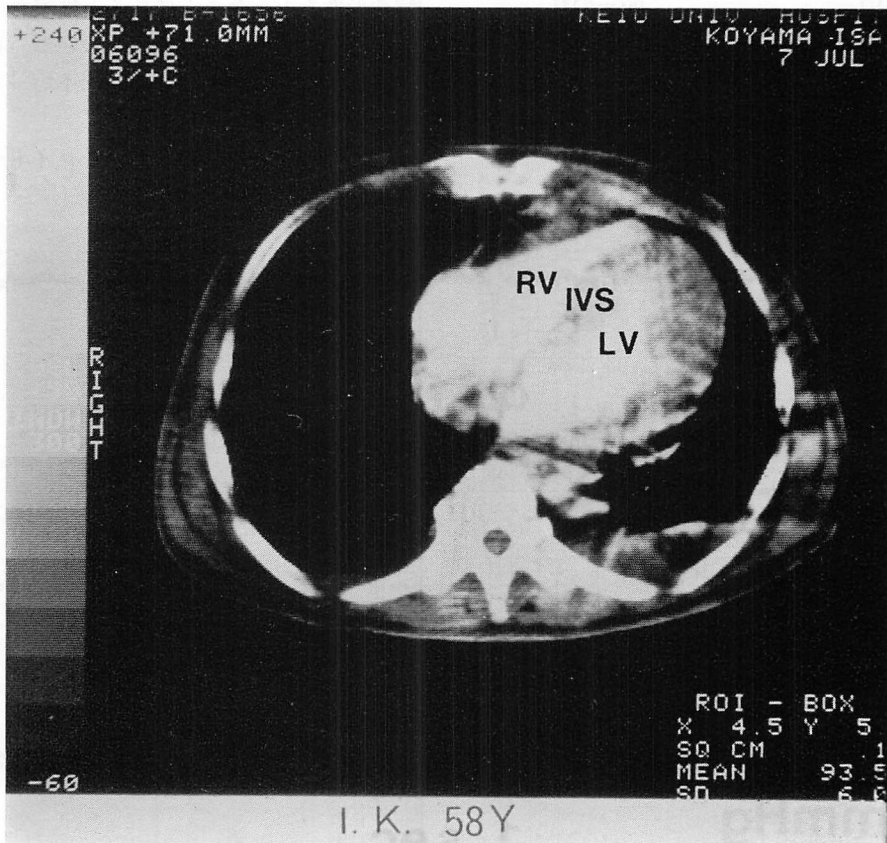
Cardiac CT angiogram after pericardiectomy.
